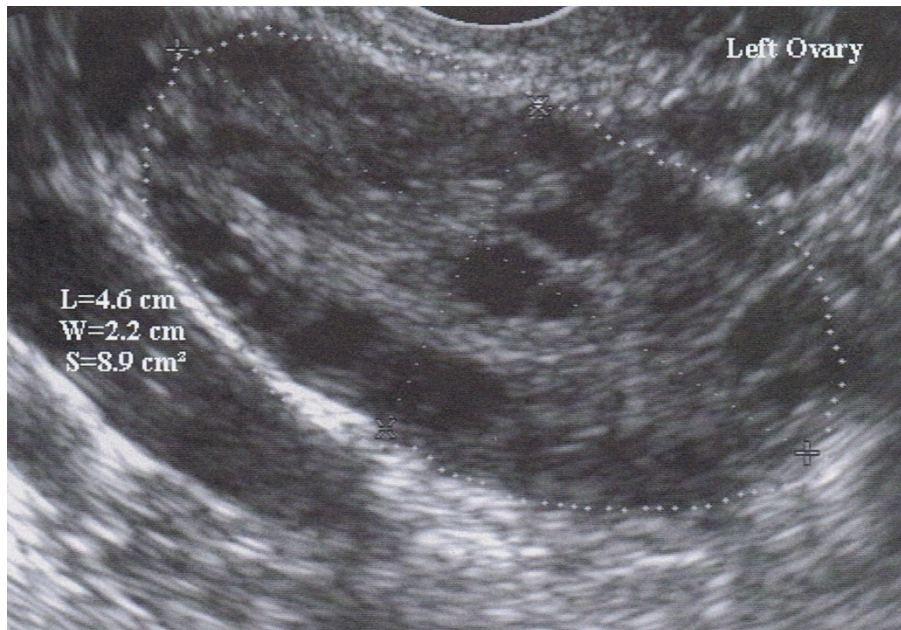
Sonographiebild eines PCO
